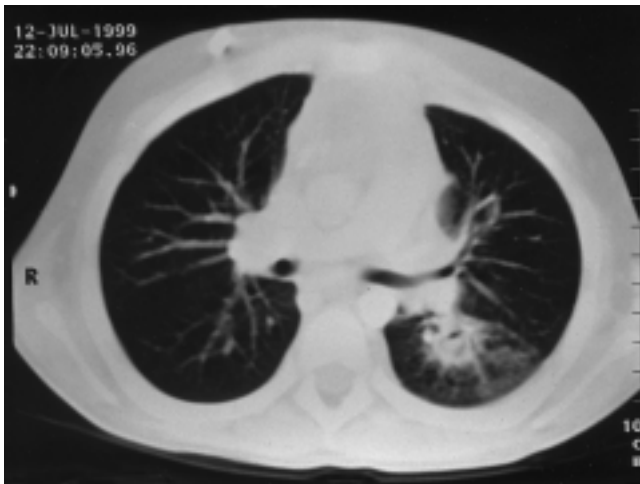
HR-CT eines Patienten mit pulmonaler Aspergillose: runde Verdichtung mit halbmondförmiger Aufhellungsfigur.
